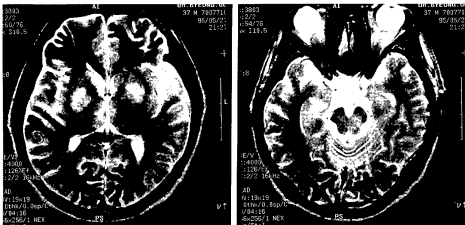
Axial T2-weighted image(TR=4000, TE=126) of case 2 shows high signal intensity on bilateral basal ganglia and midbrain tegmentum, 8 days after first brain MRI
